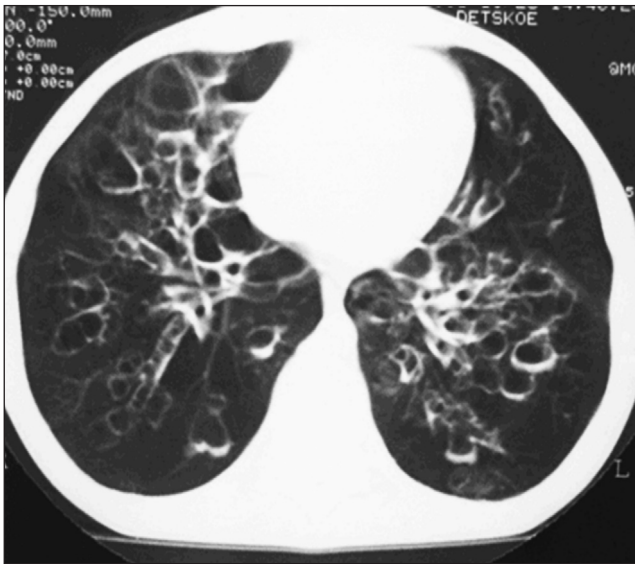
Кистозная гипоплазия легких. Компьютерная томограмма
